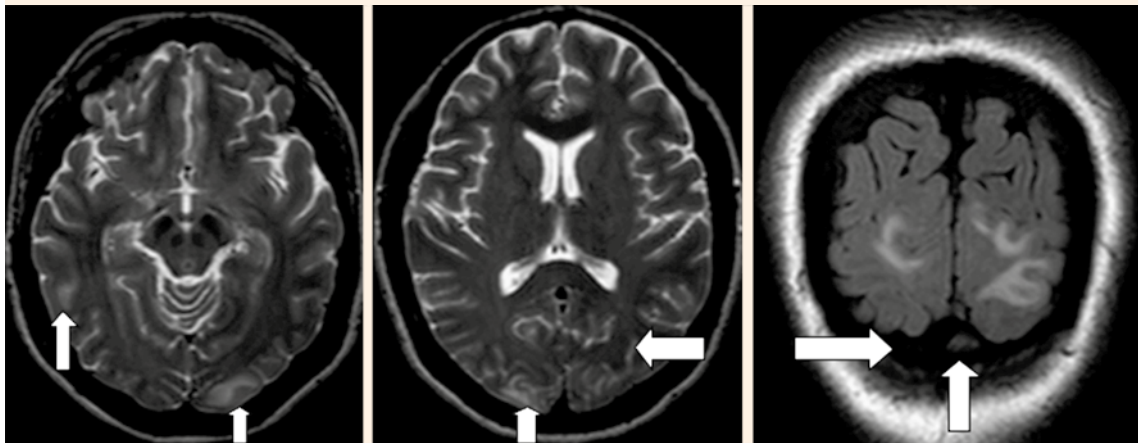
Resonancia magnética T2-Flair. Cortes axial y coronal, con hiperintensidad en la región subcortical y sustancia blanca occipital de forma bilateral.
